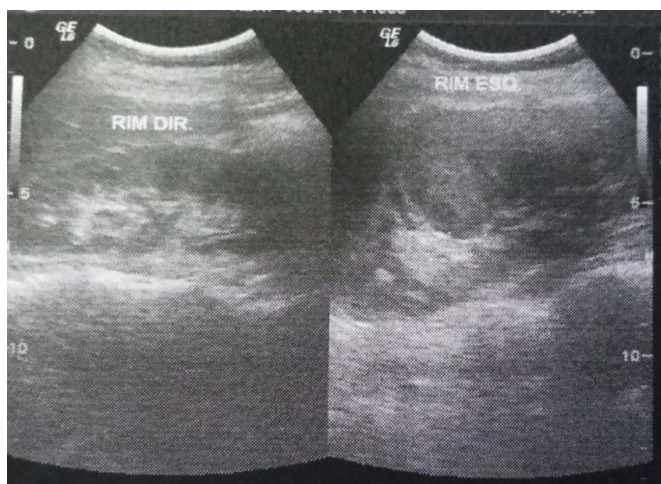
Ultrassonografia pré-cirurgia. Arquivo pessoal
